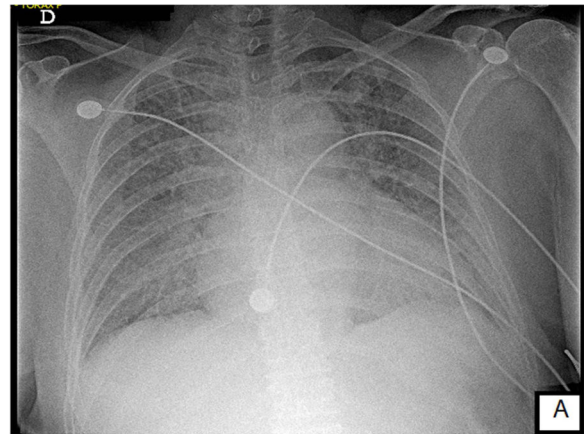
Radiografía de tórax simple de ingreso. Se observa engrosamiento del botón aórtico, cardiomegalia, sin infiltrados parahiliares o consolidaciones basales.
